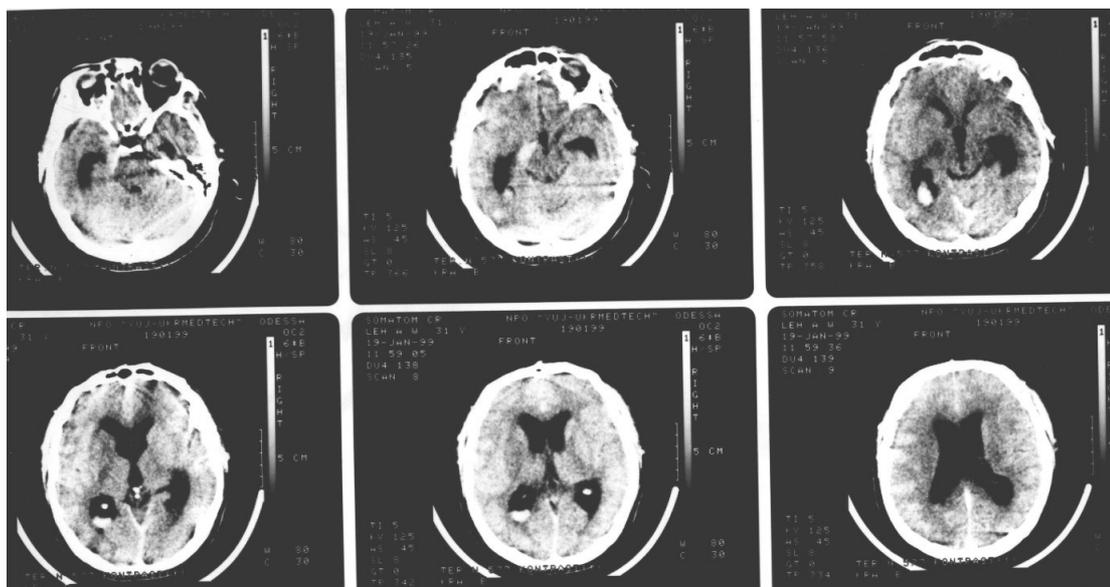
КТ больного Л. (№ ист. болезни 921/99) с разрывом АА супраклиноидного отдела левой ВСА. Умеренно выраженная острая гидроцефалия, кровь в латеральной части цистерны моста слева и в левом заднем роге бокового желудочка.
